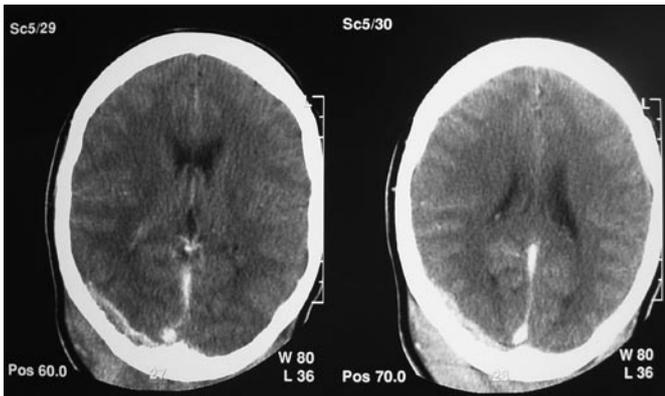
Tomografia de Crânio Evidenciando Erosão na Região Occipital Direita
